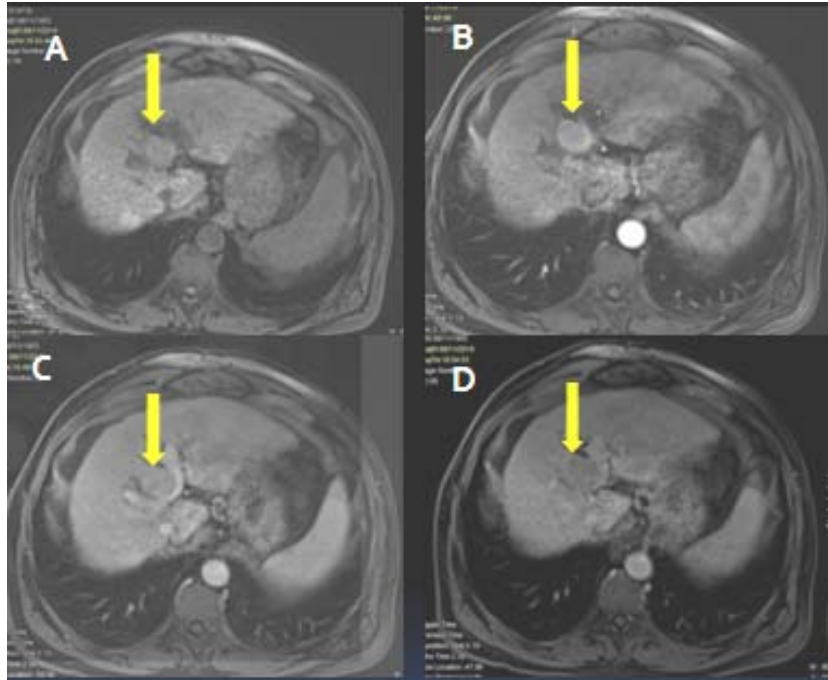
IRM hépatique : séquence pondérée T1 fatsat avant et après injection de Gadolinium au temps artériel portal et tardif lésion du segment IV en hypo signal T1 (A) rehaussée au temps artériel (B) avec lavage au temps portal (C) ET individualisation d'une pseudo capsule rehaussée au temps tardif (D)
